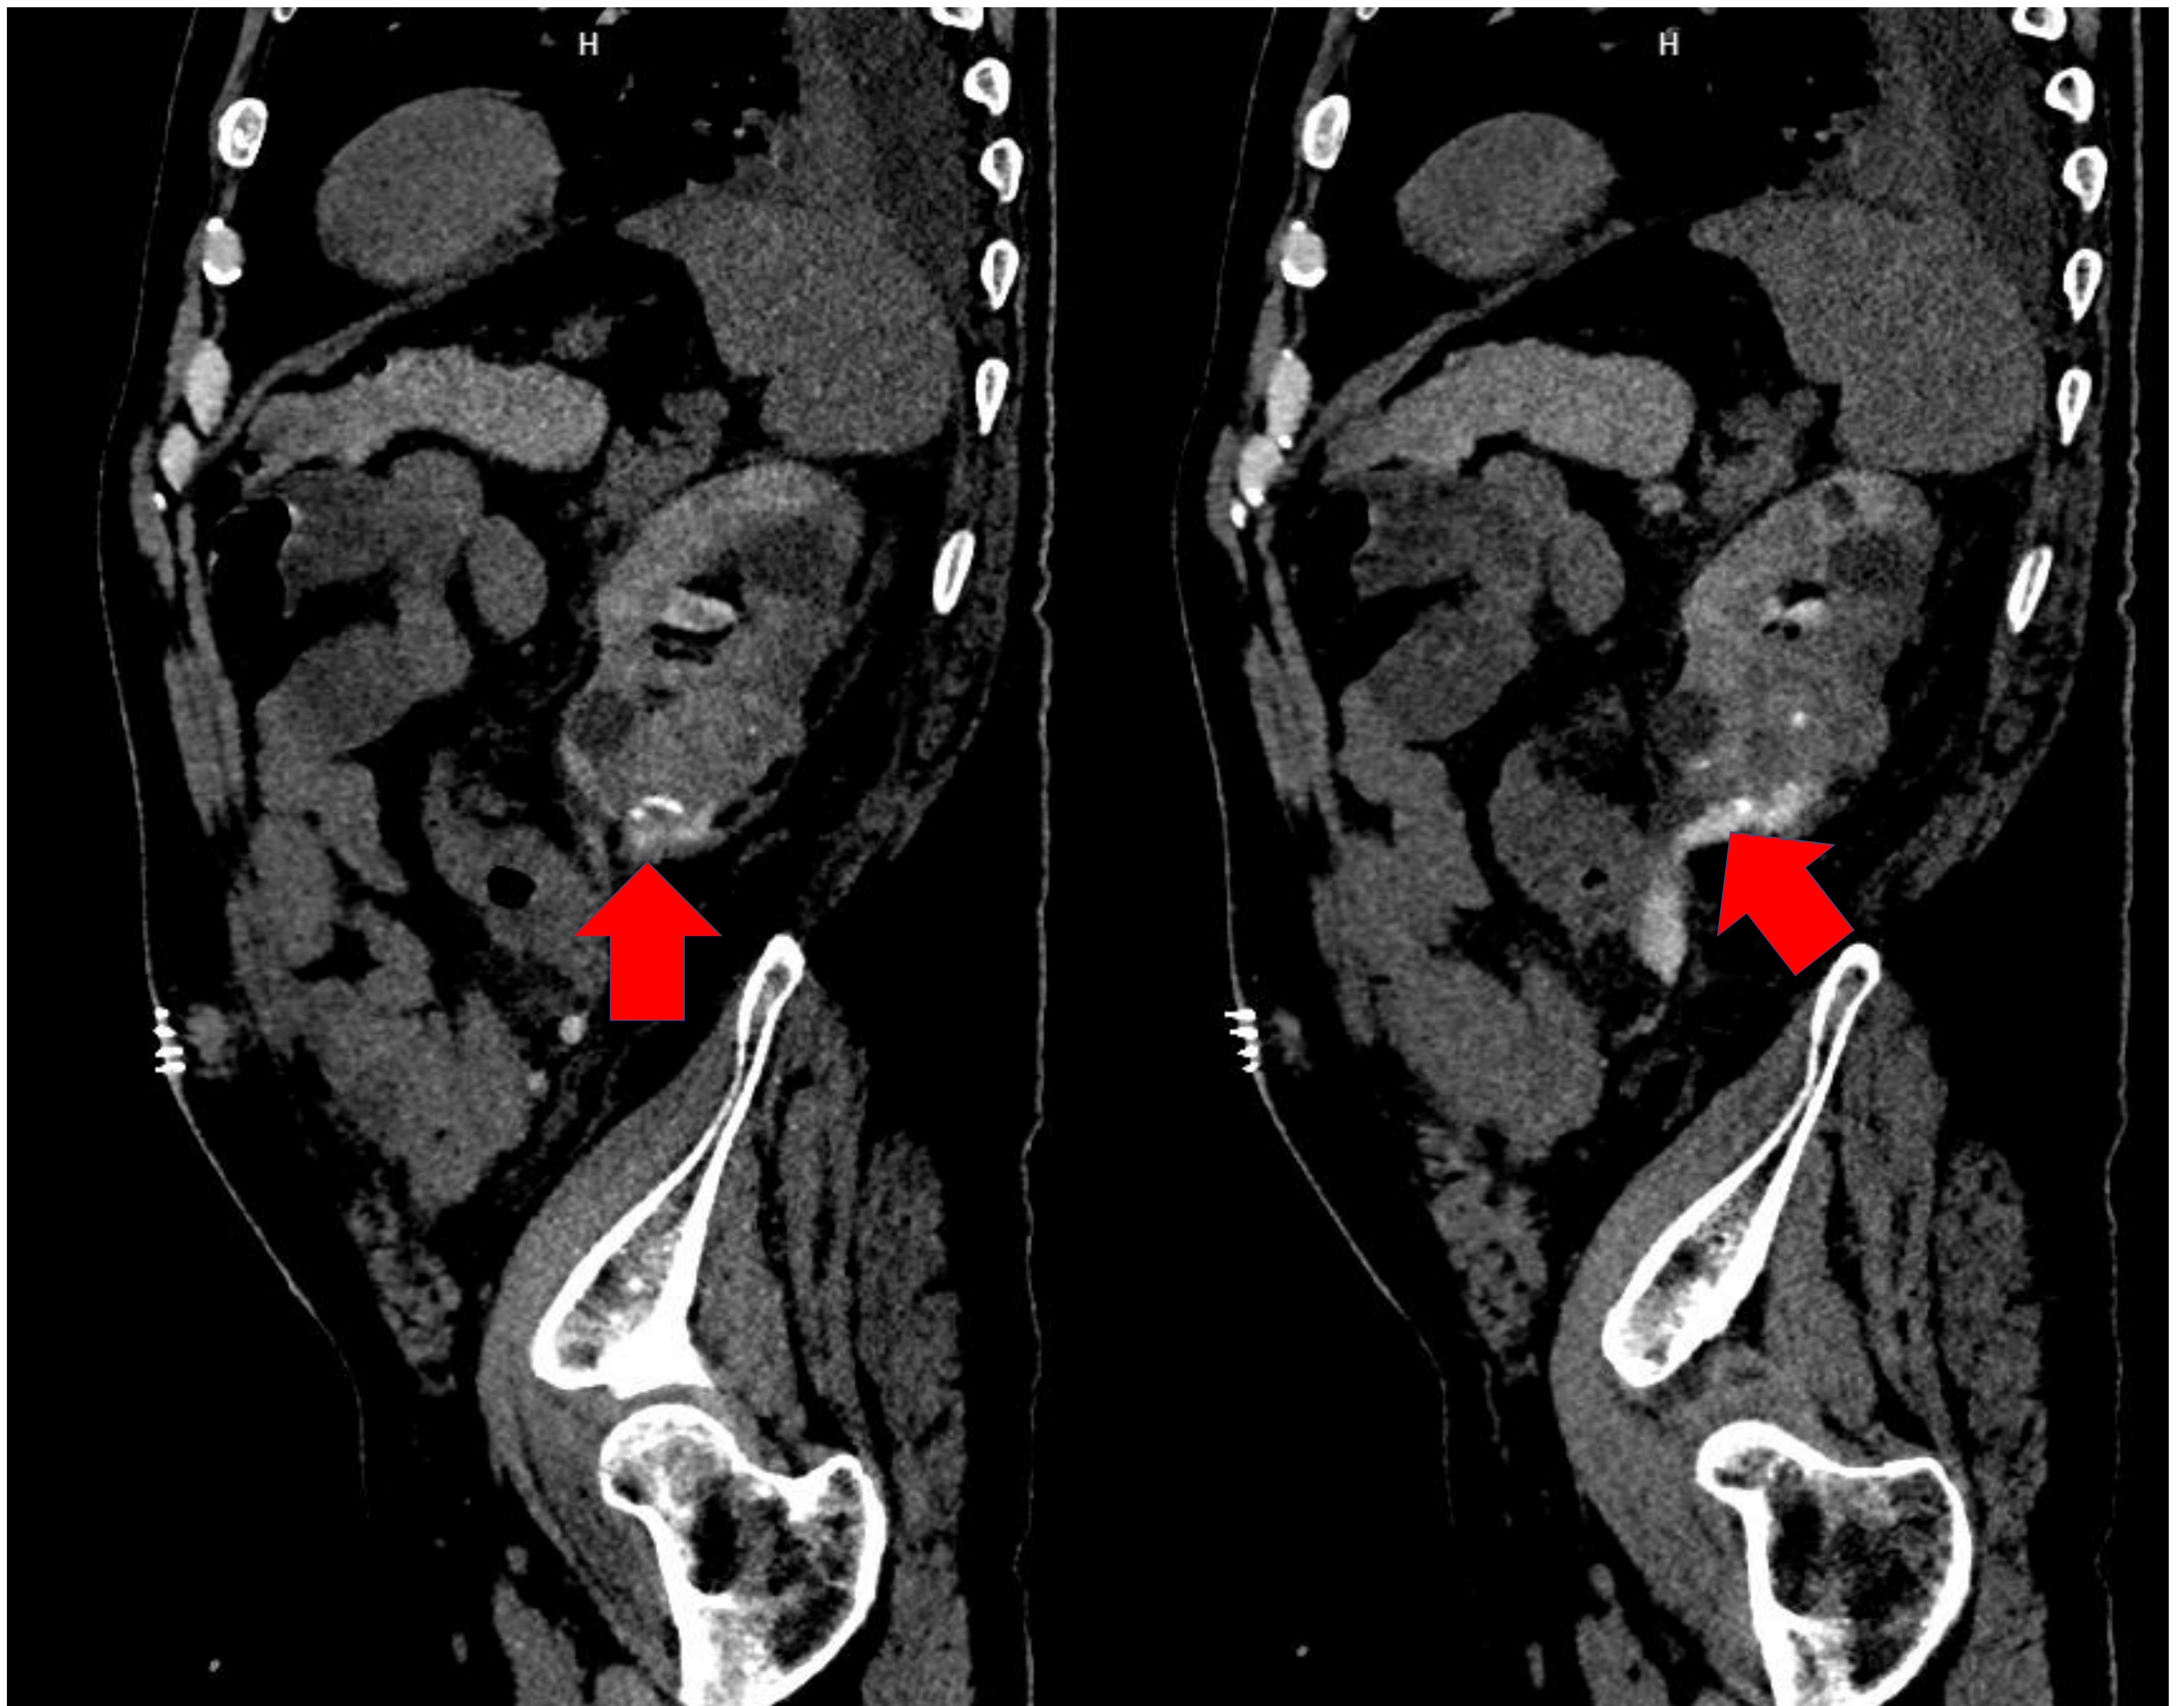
(TC sagital sin contraste). Adyacente a la zona de las suturas/grapas quirúrgicas del mesorriñón/polo renal inferior izquierdo, se visualiza una colección laminar hiperatenuante (120 UH) de morfología anfractuosa/irregular, que mide aproximadamente 70 mm en el eje longitudinal y es compatible con urinoma que discurre desde las grapas quirúrgicas, caudalmente por el espacio pararrenal anterior, contactando con el aspecto posterior del colon descendente. Caudal a ella se identifica alguna pequeña colección subcentimétrica no visualizada en esta imagen. No se evidencian burbujas aéreas ni otros hallazgos que sugieran sobre infección de la misma. Quistes cortico-sinusales bilaterales ya conocidos. Urinoma iatrogénico post-quirúrgico (muy poco frecuente).
